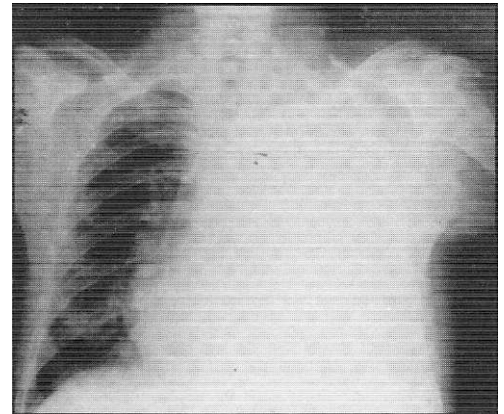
Radiografía de tórax al ingreso en el caso 2, en agosto de 1987, mostrando derrame pleural izquierdo masivo.
